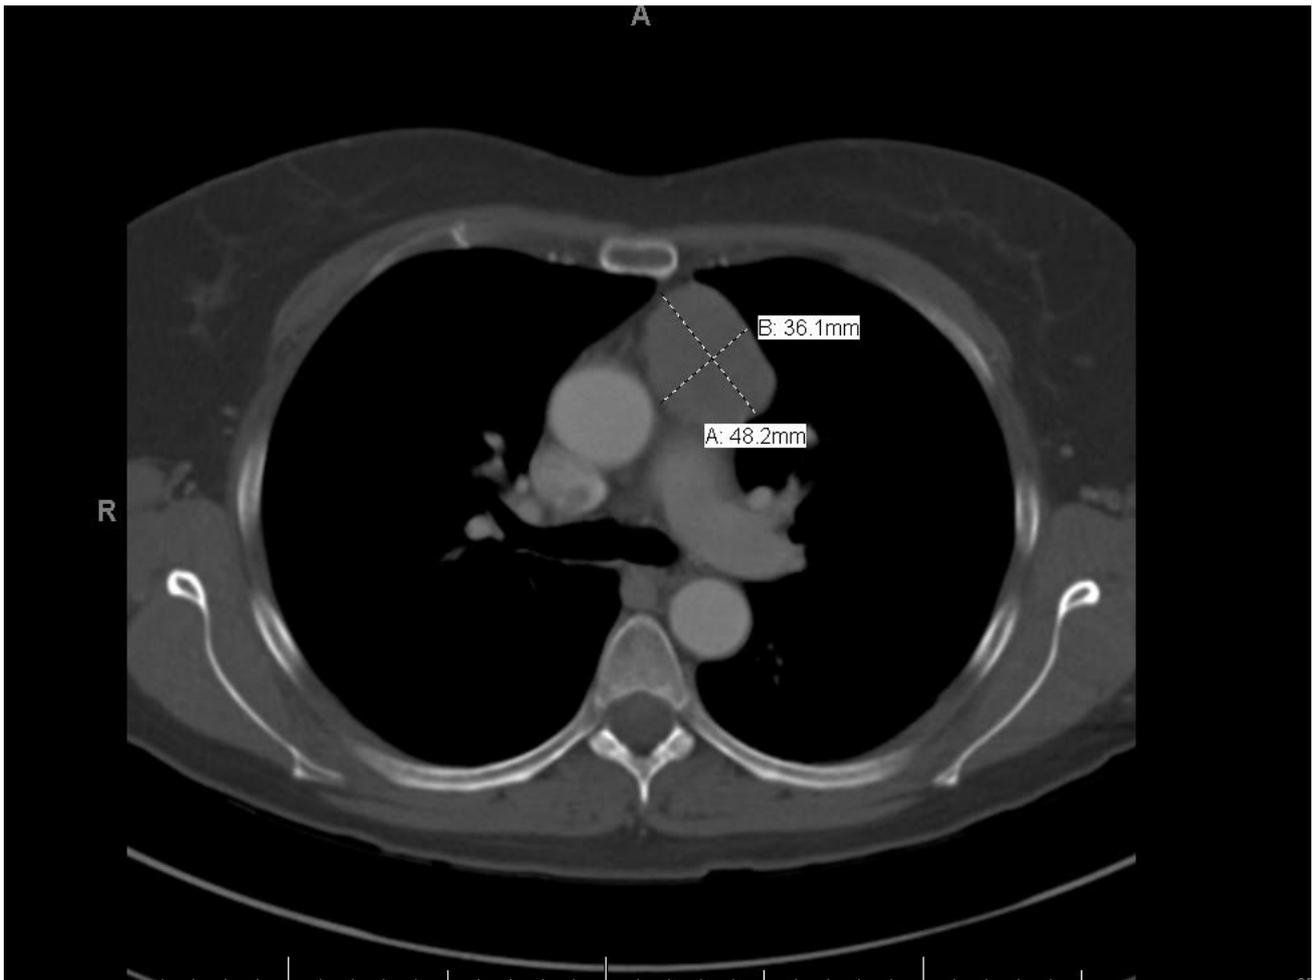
Tomografía de tórax que demuestra masa mediastínica anterior de 4.8 x 3.6 cm
